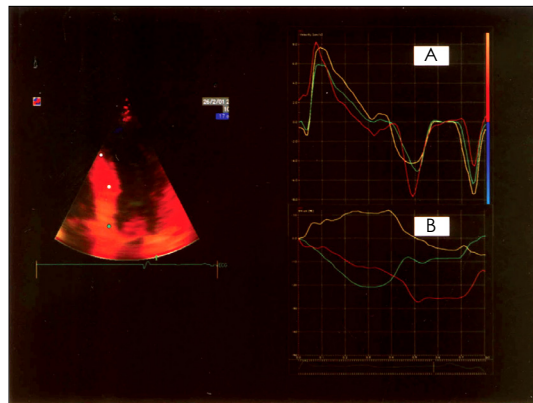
Quantitative Doppler tissue velocity (A) and Strain (B) in acute inferior myocardial infarction. Basal septum showed dyskinetic movement. Yellow color : basal septum, blue color : mid septum, red color : apical septum. Doppler tissue velocity of basal septum shows normal, but strain shows positive.
